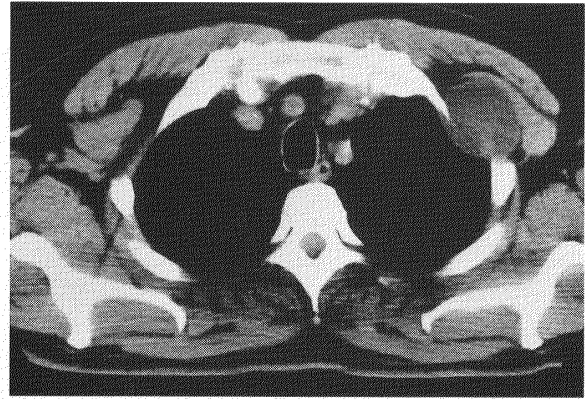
Chest CT on admission showing mass in the left first intercostal space.
